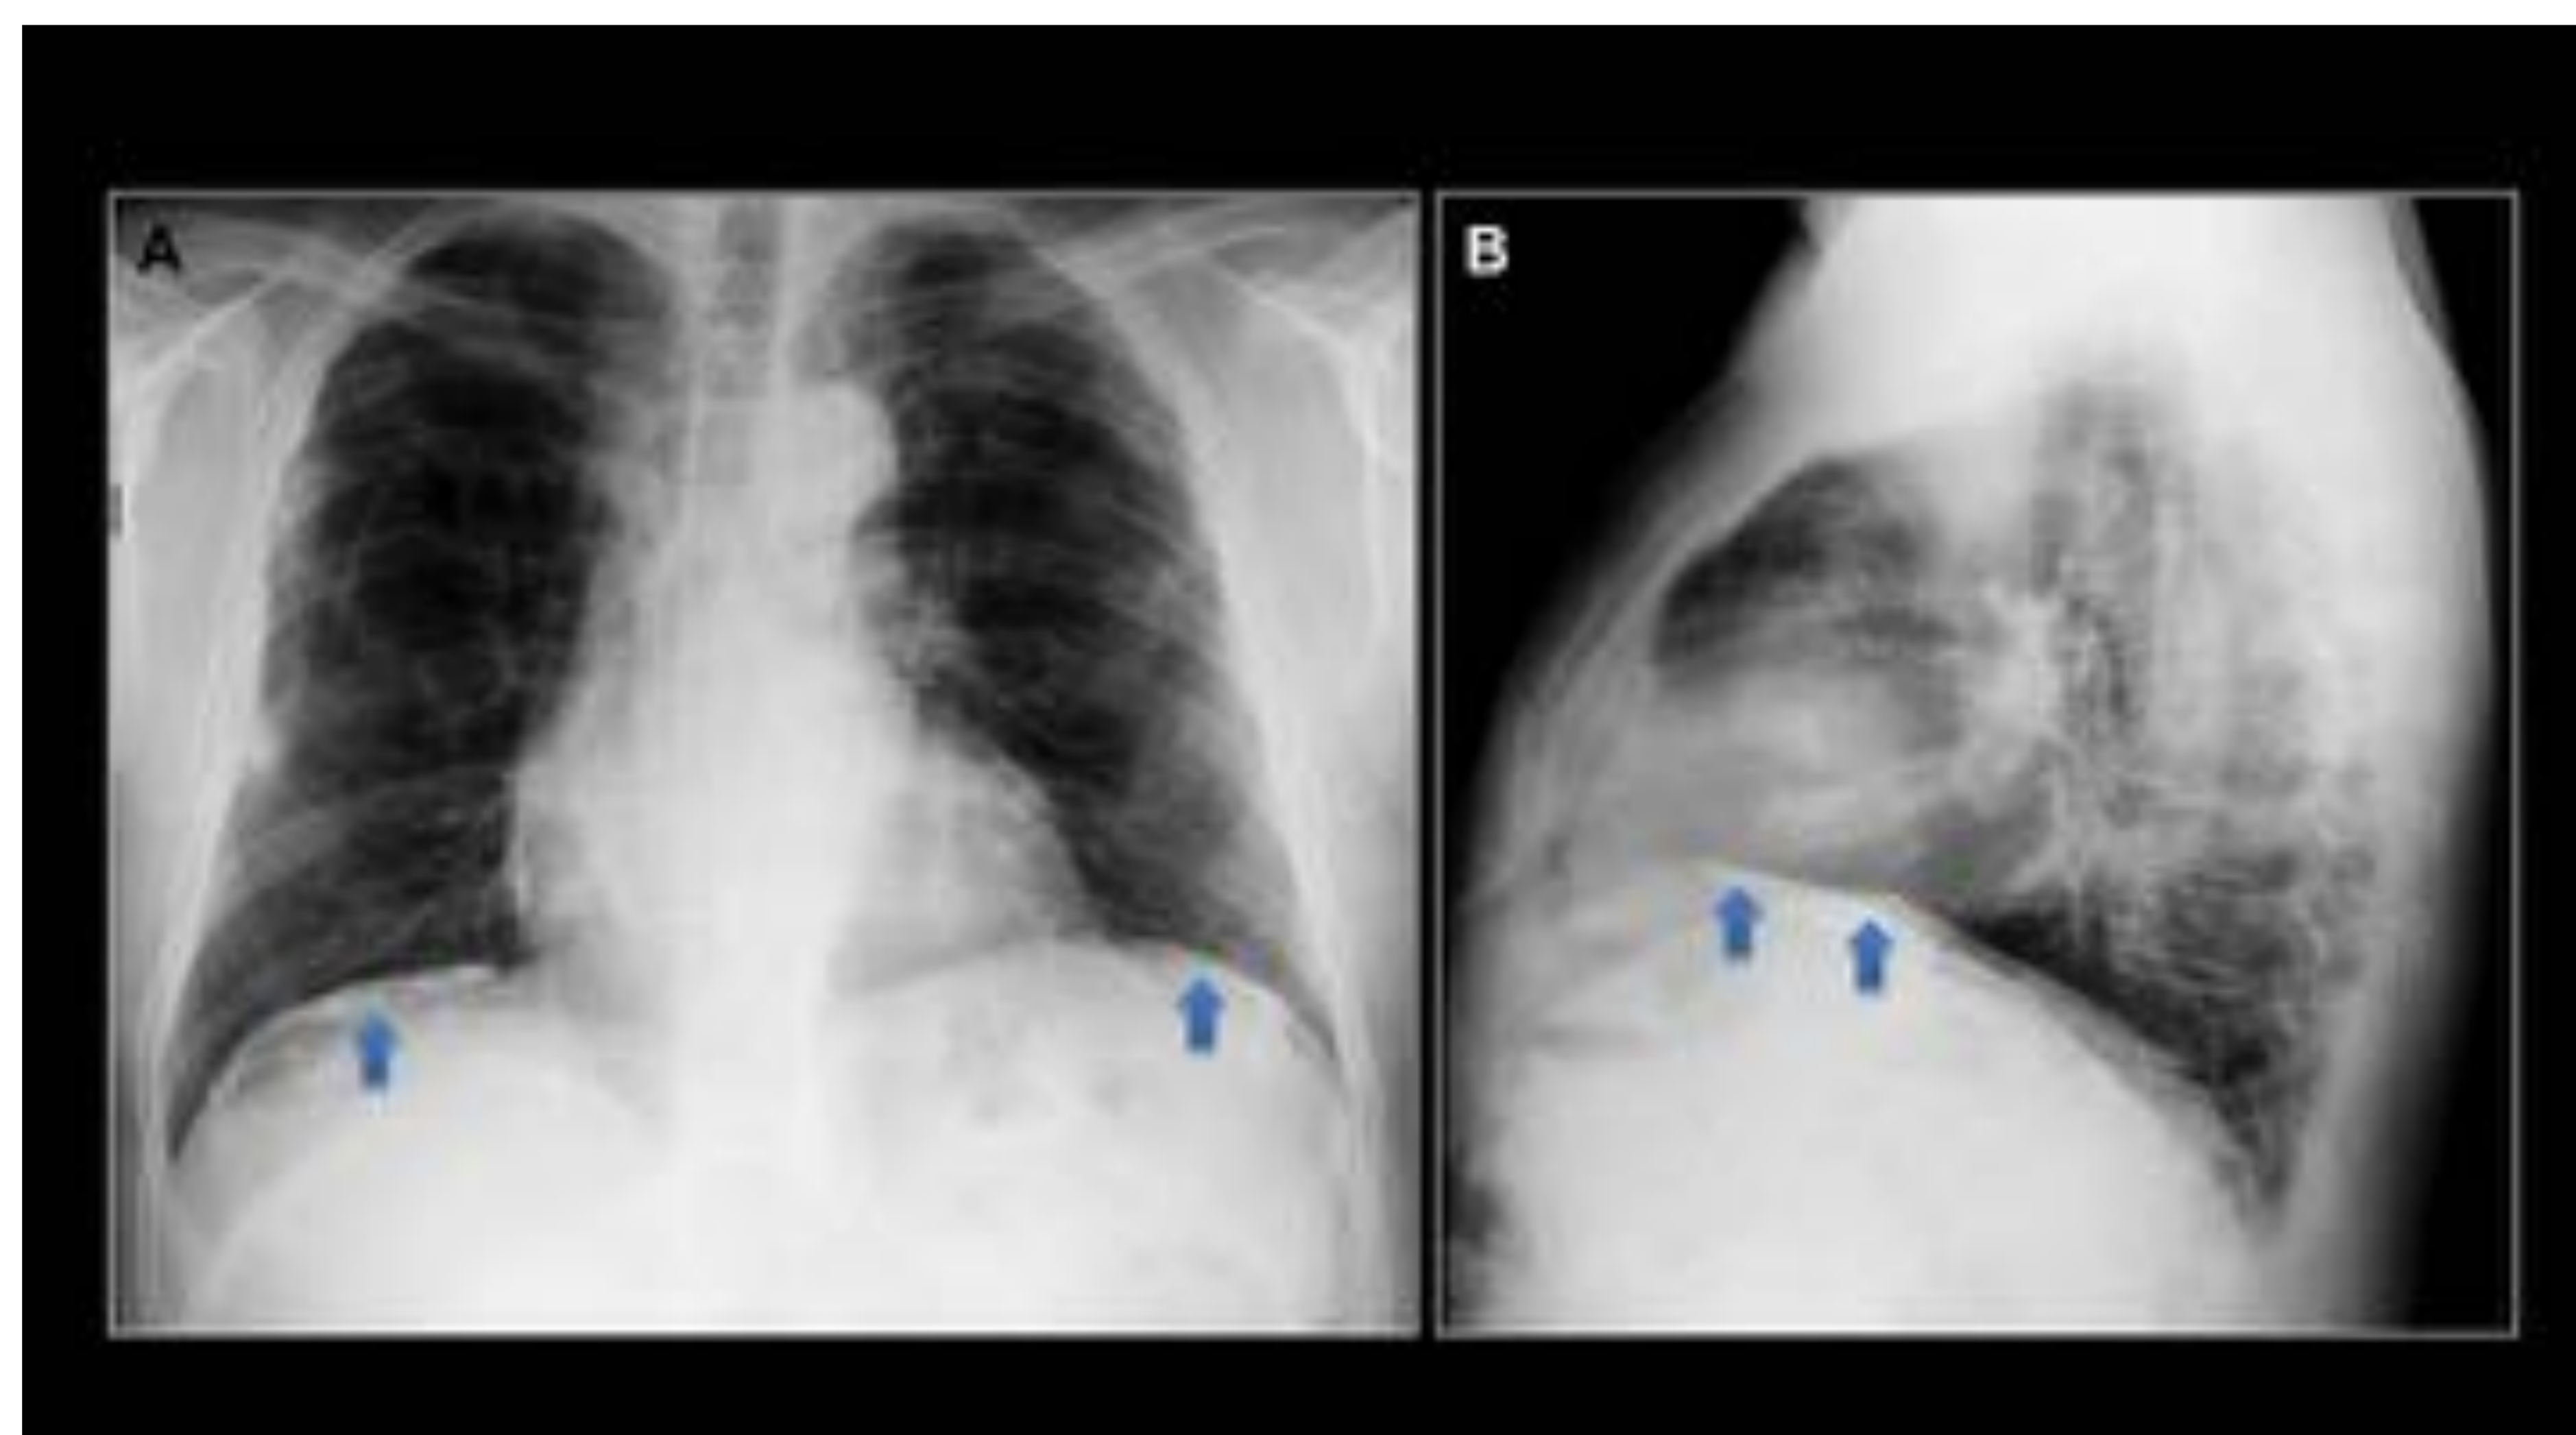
Placas pleurales calcificadas. (A,B) Radiografía tórax 2P: Placas pleurales calcificadas (flechas azules) en pleura diafragmática bilateral. Hospital Universitario Central de Asturias.
